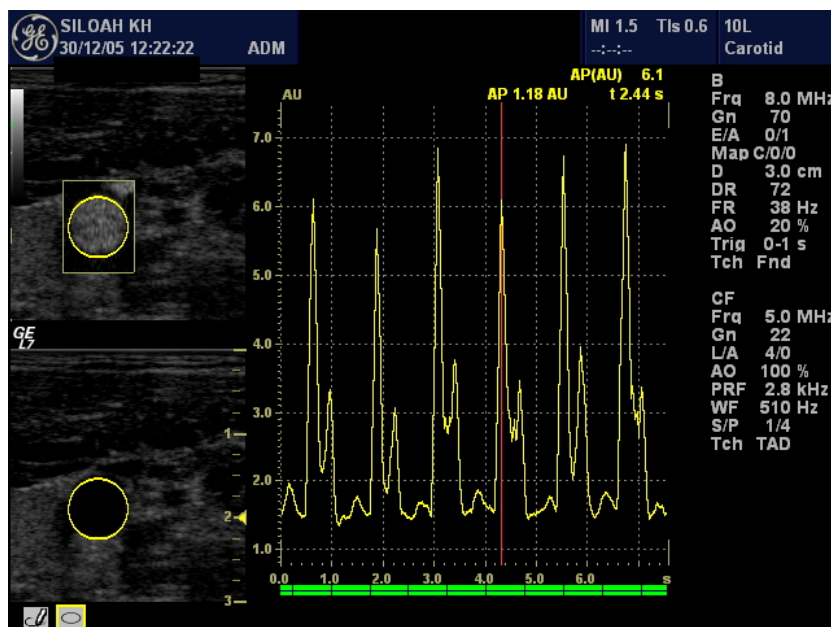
Time Intensity Curve im TAD-Modus aus dem Lumen der in [Abbildung 5](#) mit PW-Doppler untersuchten A. carotis communis. Die pulsatile Veränderung der Intensitäten spiegelt den Verlauf der Geschwindigkeiten im Dopplerspektrum wieder. Die Inzision durch den Schluss der Aortenklappe ist deutlich zu erkennen.
